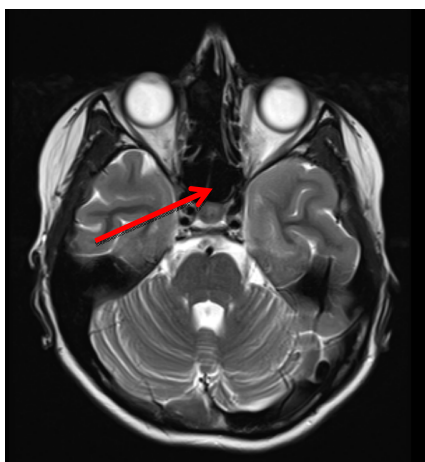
МРТ основания черепа с внутривенным контрастированием, выполненное после завершения специального лечения пациентки Р., 12 лет. Пациентка Р., 12 лет. Диагноз: Эстеziонейробластома правой половины носа. Т3N0M0, стадия III. Стадия по Kadish-Morita — «С». Рецидив эстеziонейробластомы
